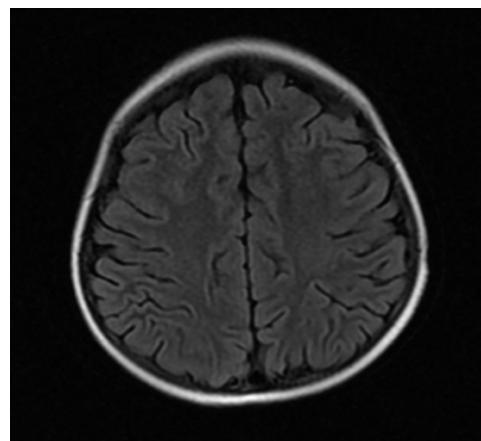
头颅 MRI-T2 FLAIR 序列。双侧额顶枕叶散在斑片状略长 T1 长 T2 异常信号
